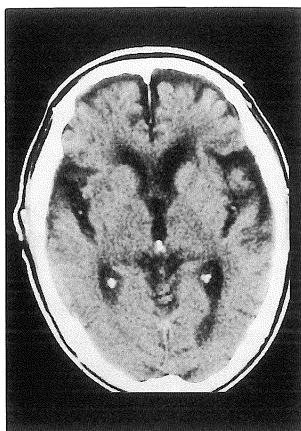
Brain CT shows lacunar infarction and cerebral atrophy.
